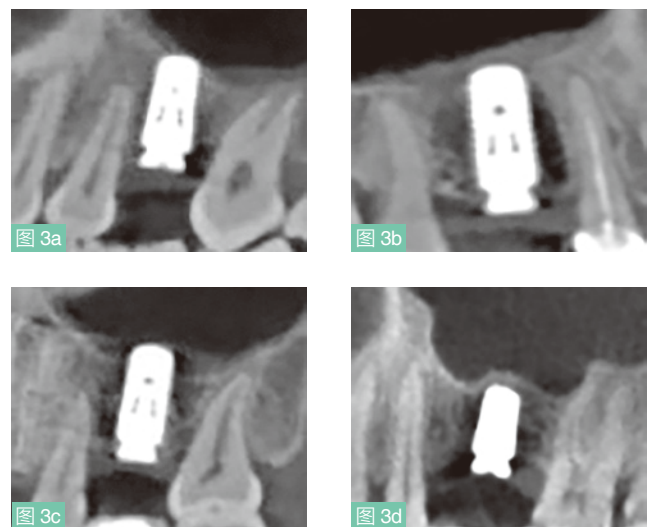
至 d: CBCT 观察不植骨的上颌窦底冲顶提升术后, 上颌窦骨重建情况。(a) 未见骨影像; (b) 界线模糊的云雾状影像; (c) 植体根方致密骨结构; (d) 新窦底硬骨板形成。
